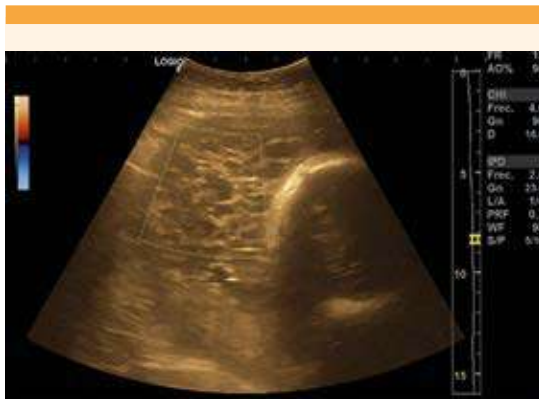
Ultrasonido obstétrico: fetometría promedio de 36.1 semanas, Doppler sin alteraciones, placenta fúndica con múltiples imágenes anecoicas en su interior, patrón en "racimo de uvas" de un 30%, con baja vascularidad.
